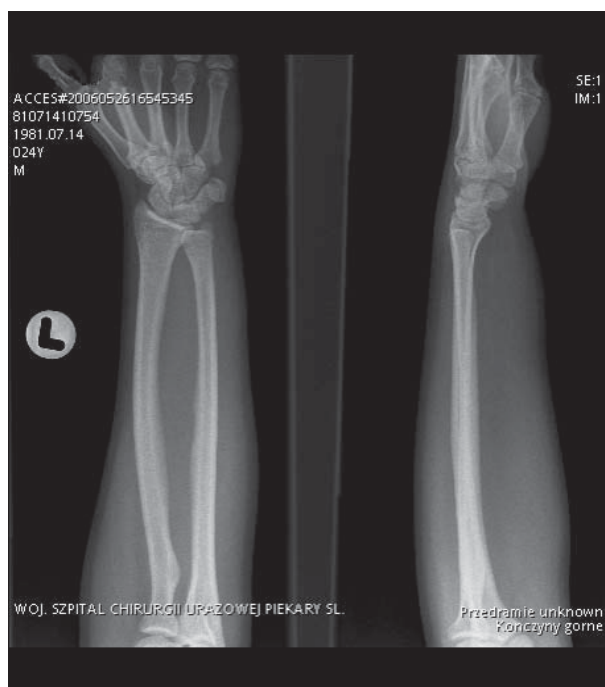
Roentgenological picture of the left forearm. The picture of bone structures – normal
